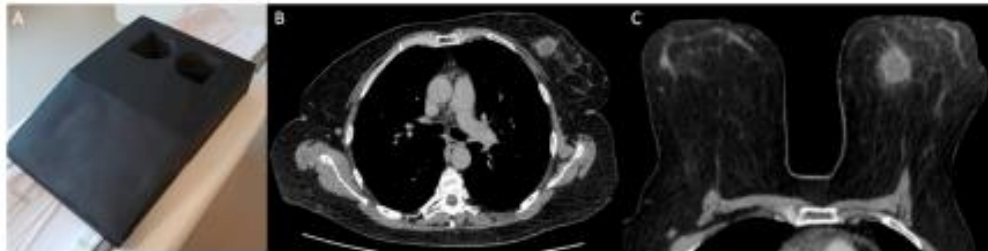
Example of chest multidetector computed tomography (MDCT) with dedicated breast protocol. (A) Device used to perform chest MDCT on prone position. (B) Axial image of conventional chest MDCT in supine position. (C) Axial image of the breast in the same patient using dedicated MDCT protocol in prone position.
